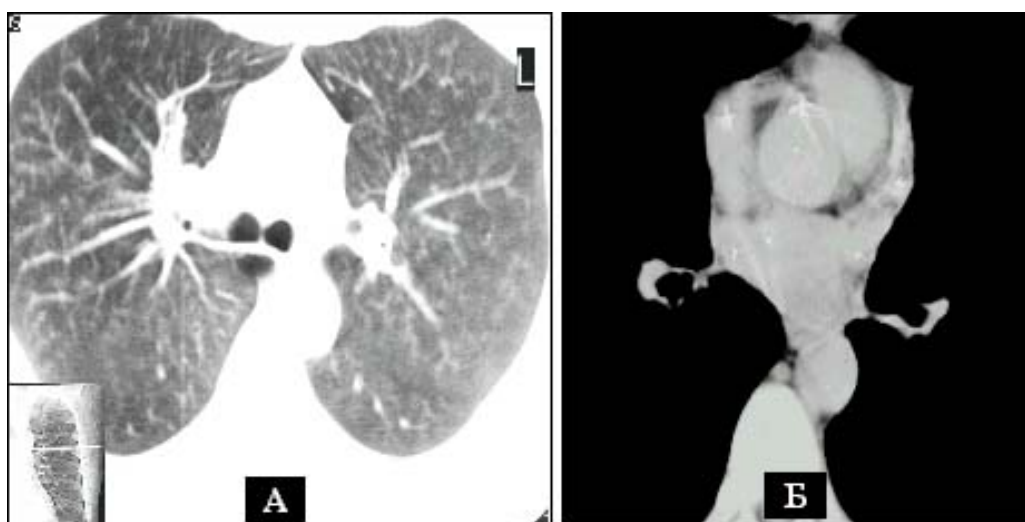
КТ органов грудной клетки больного ХПН – уремическая пневмопатия.
